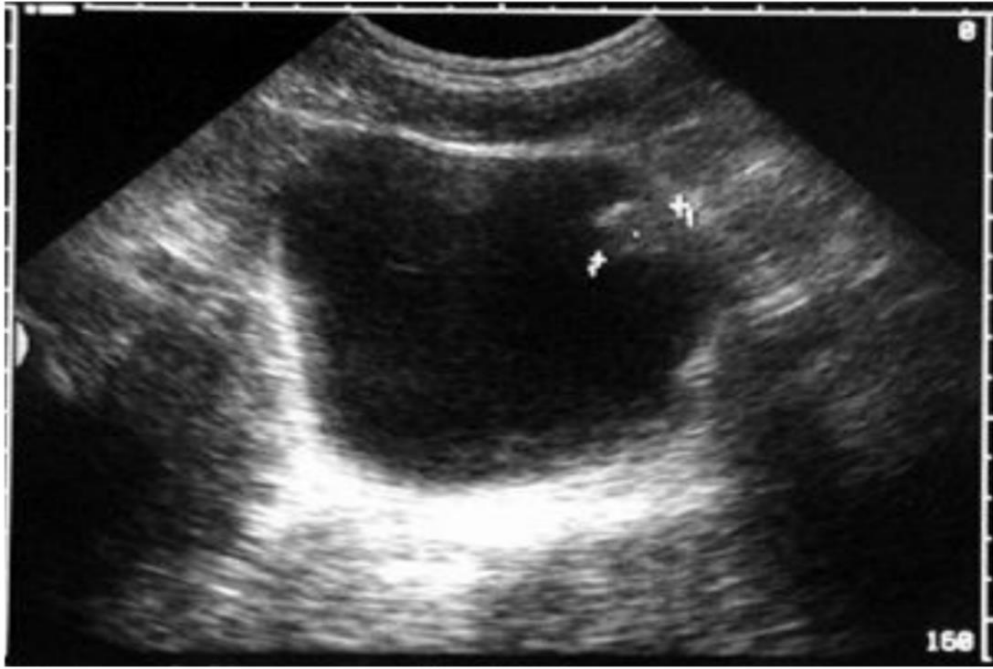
Image échographique d'une tumeur vésicale superficielle antéro-latérale gauche [16].
